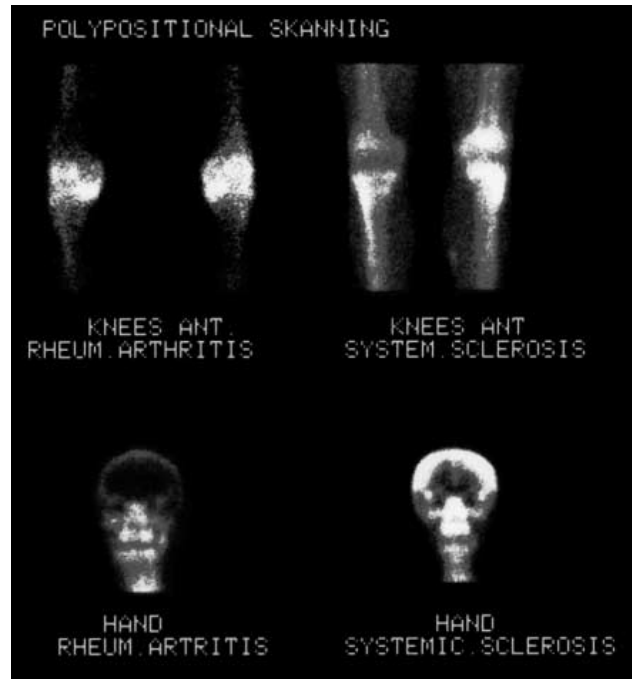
Сцинтиграмма коленных суставов и черепа (передняя проекция) больной Н., 38 лет, с типичным РА (слева) и больной В., 27 лет, с системной склеродермией (справа). Объяснение в тексте.
